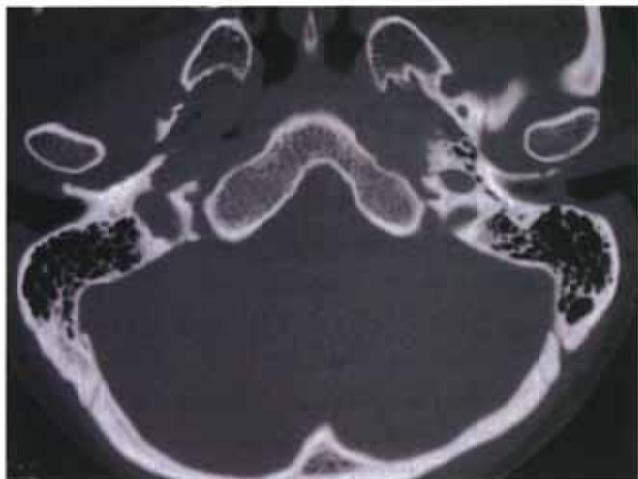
Pre-treatment CT shows a tumor of the left external auditory canal without invasion to the temporal bone.
